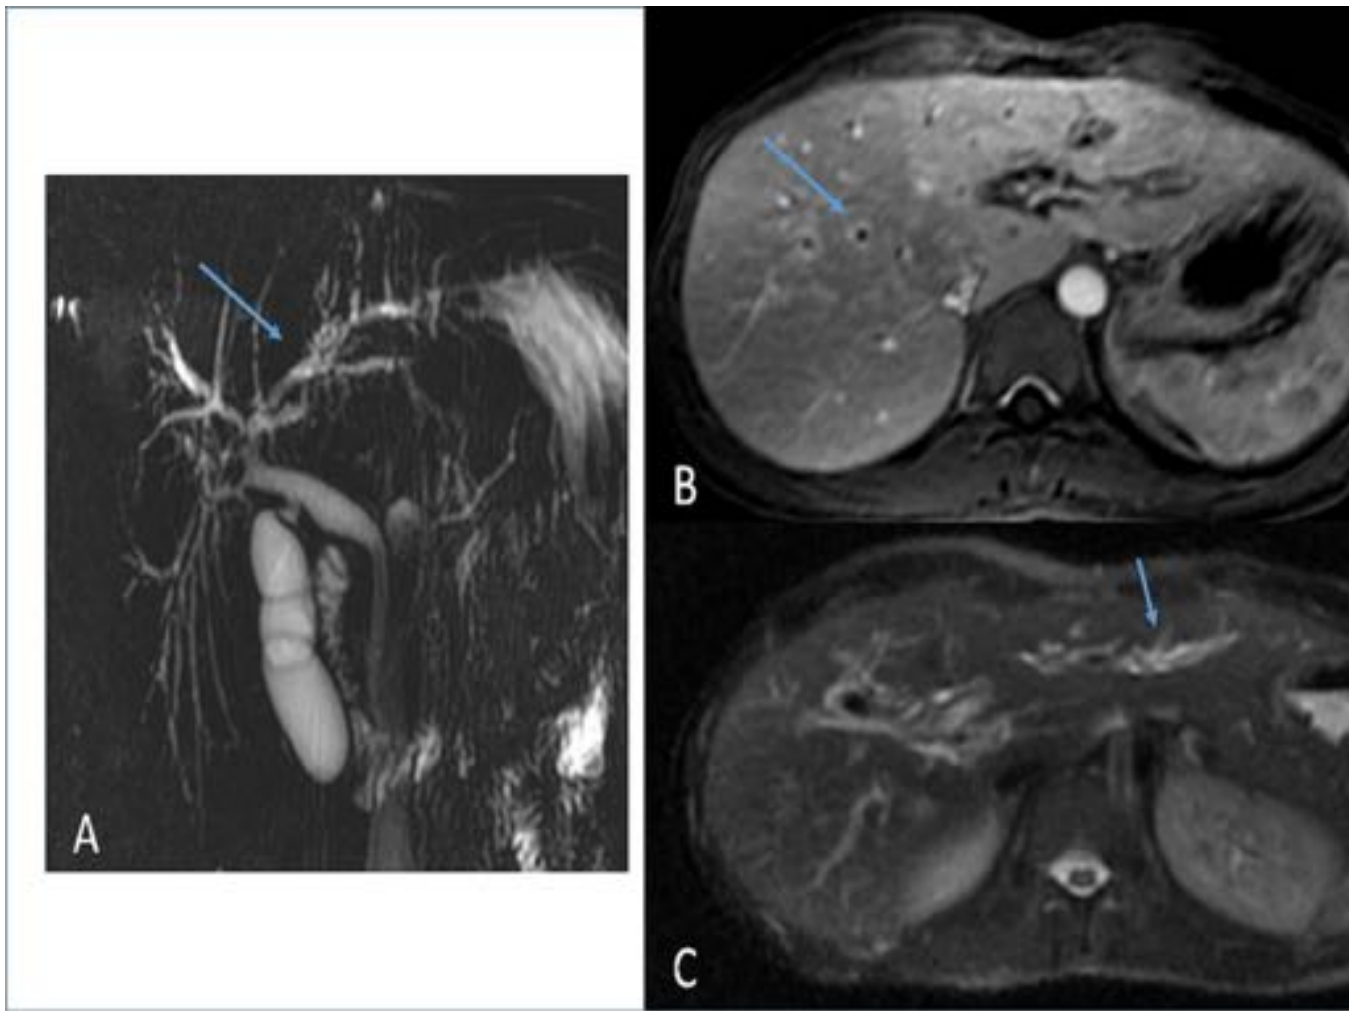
Mujer de 35 años, VIH positiva con colangitis de repetición por CMV y criptosporidium. (A): Corte grueso de colangiografía RM. Dilatación de los conductos intrahepáticos (flecha). (B): Corte axial en secuencia T1 con saturación grasa tras administración de gadolinio intravenoso. Existe un realce precoz, fino y creciente de las paredes de los conductos intrahepáticos. (C): Corte axial T2 con saturación grasa en el que se aprecia dilatación de los conductos biliares intrahepáticos.
